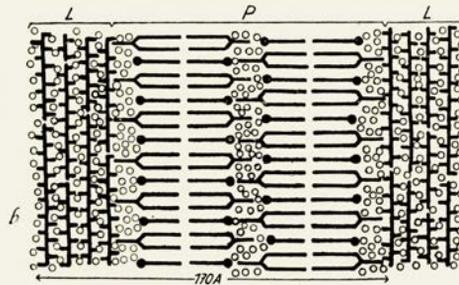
Feinbau der Markscheide (nach W. J. Schmidt): L = Proteinfolien, die mit Lipidlamellen (P) abwechseln; Maßangabe nach röntgenographischen Untersuchungen von F. O. Schmitt.
